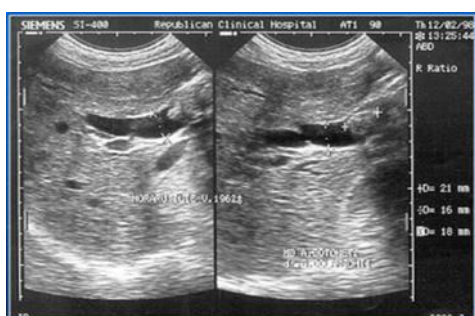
Ecografia hepatobiliară. Dilatarea CBP
